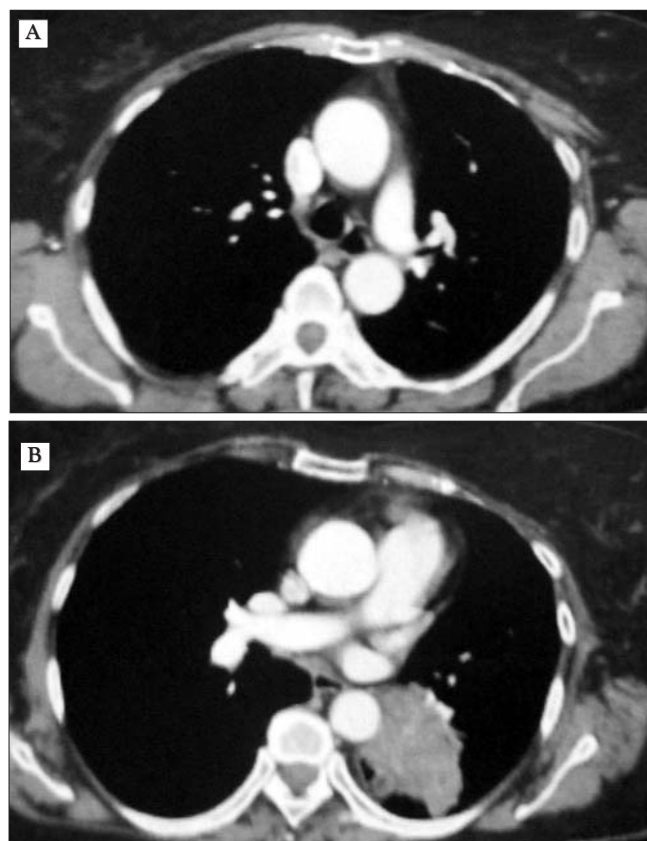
Examen computer tomograf toracic - formațiune tumorală pulmonară stângă cu contact scizural, fără adenopatii mediastinale evidente
